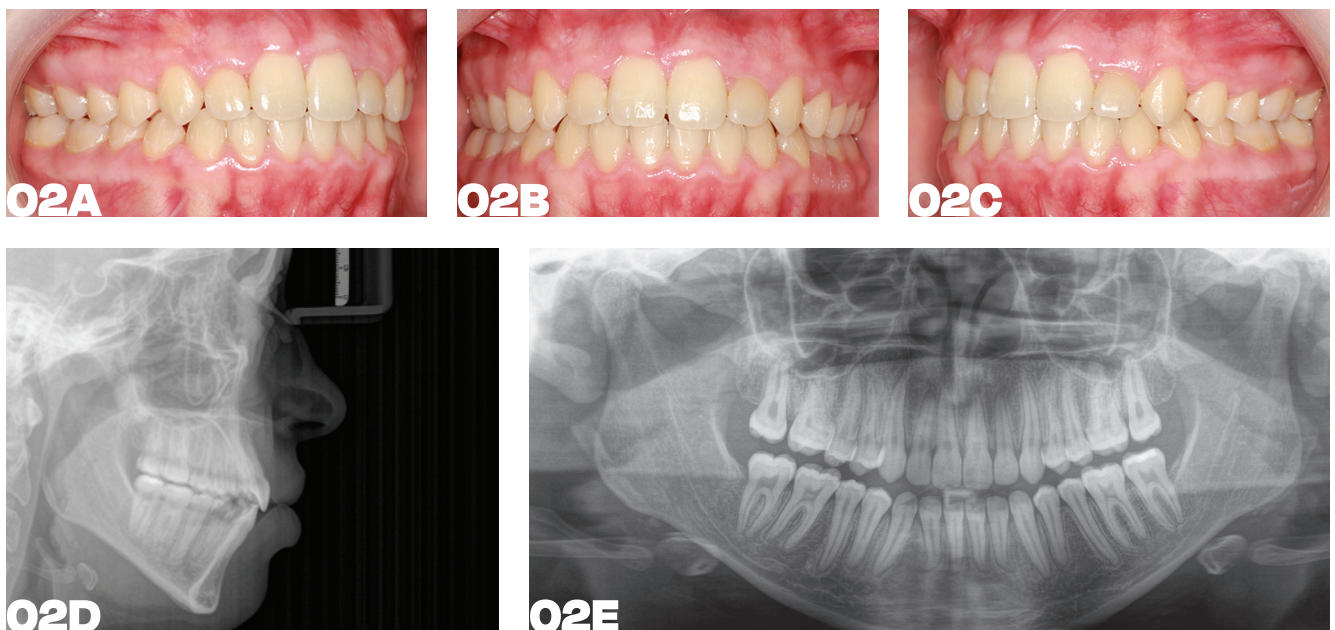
Intraorale Fotos des Bisses, Fernröntgenseitenbild und Orthopantomogramm zum Zeitpunkt der Entfernung der festsitzenden Apparatur.
